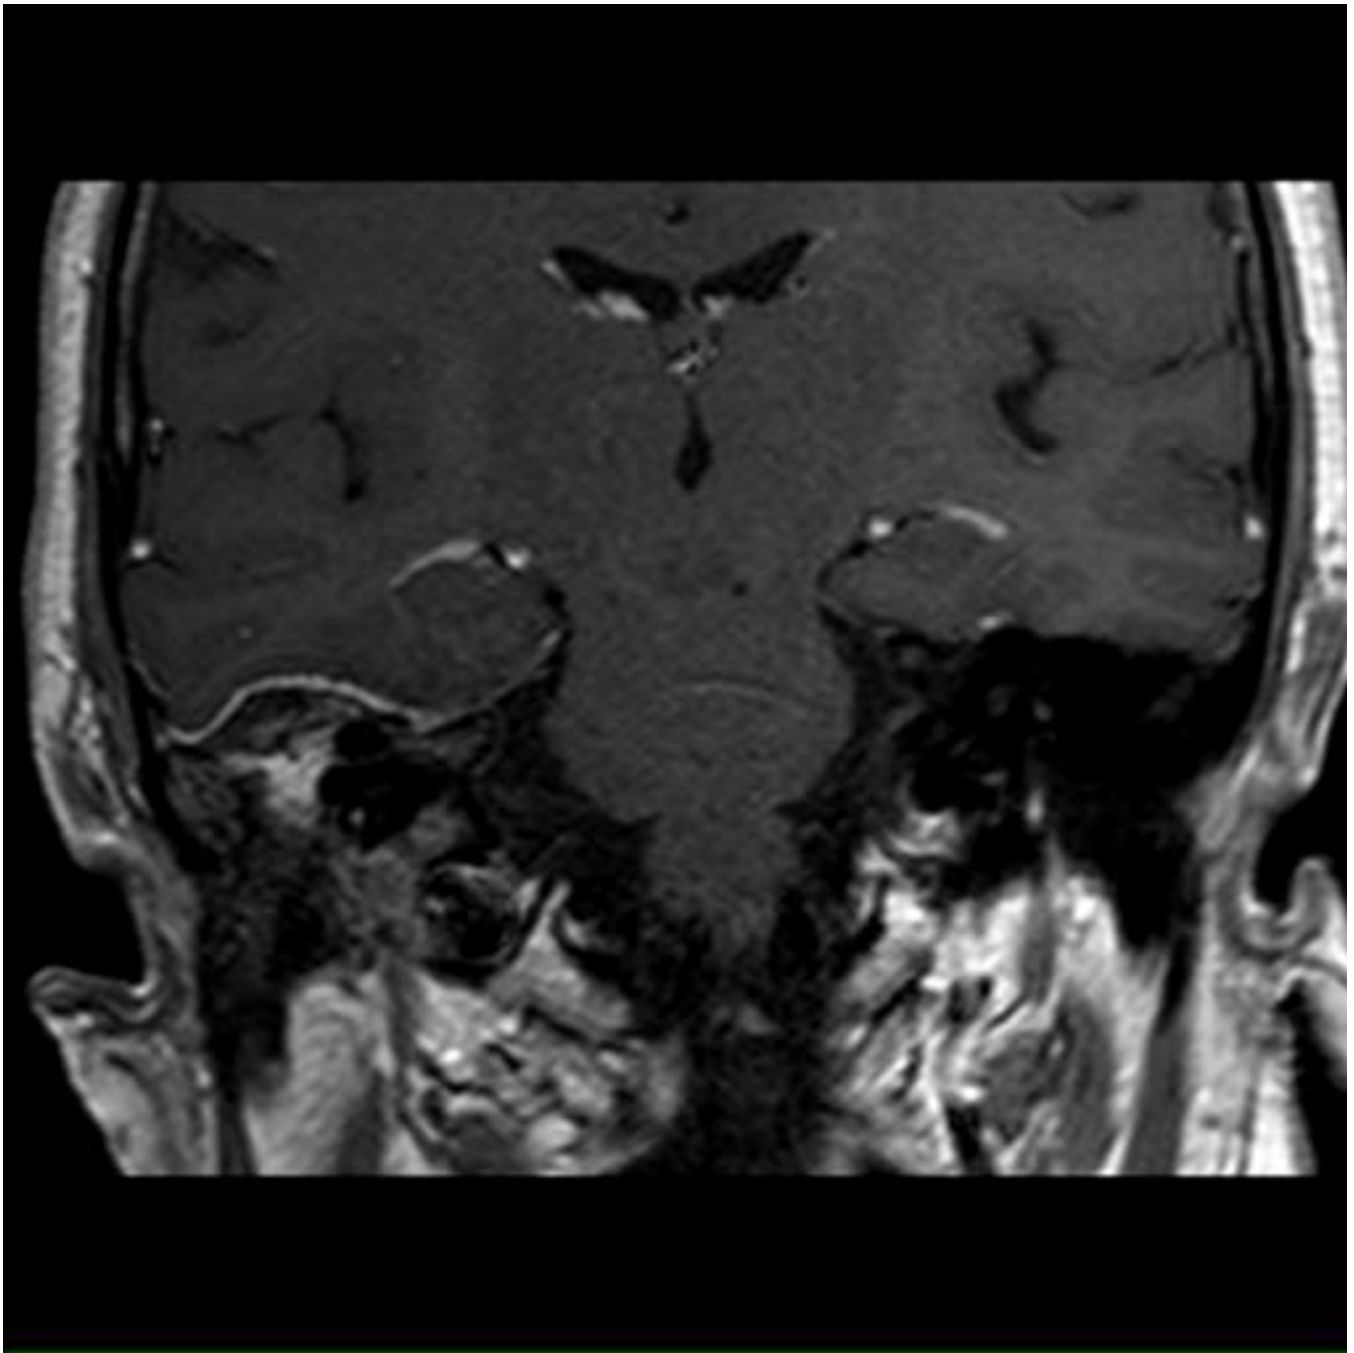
Caso 1. RM T1 axial con contraste. Captación de contraste intensa y homogénea de la masa que ocupa el oído medio derecho y rodea a la cadena osicular con engrosamiento y ligera captación de la meninge adyacente.
